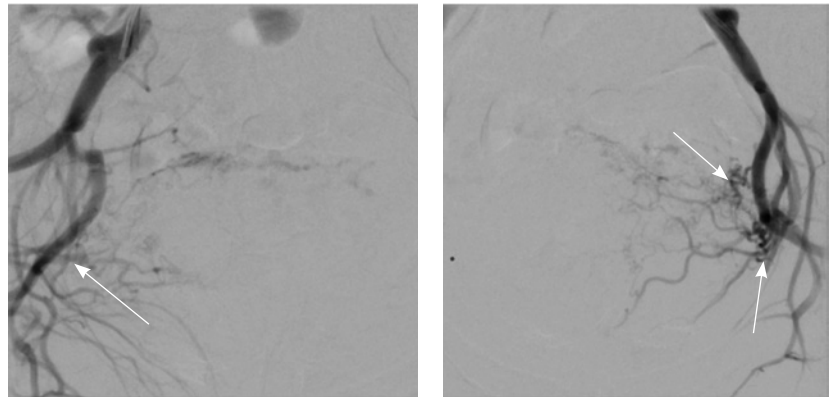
Данные рентгеноконтрастной ангиографии. А, Б – ангиограммы бассейнов правой и левой маточных артерий. Зоны патологической васкуляризации в проекции тела матки: массивная сеть измененных артерий и вен, ранний артериовенозный сброс в вены параметрия, внутренние подвздошные вены и яичниковые вены с обеих сторон. В, Г – ангиограммы бассейнов правой и левой цервиковагинальных артерий. Контрастирование зоны патологической васкуляризации в проекции шейки и нижнего отдела тела матки, ранний артериовенозный сброс преимущественно слева и в левую внутреннюю подвздошную вену (стрелки)
